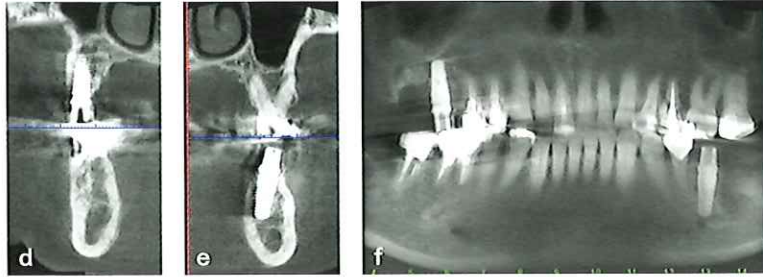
d~f インプラント埋入術後 CT によるインプラント埋入位置の確認。
